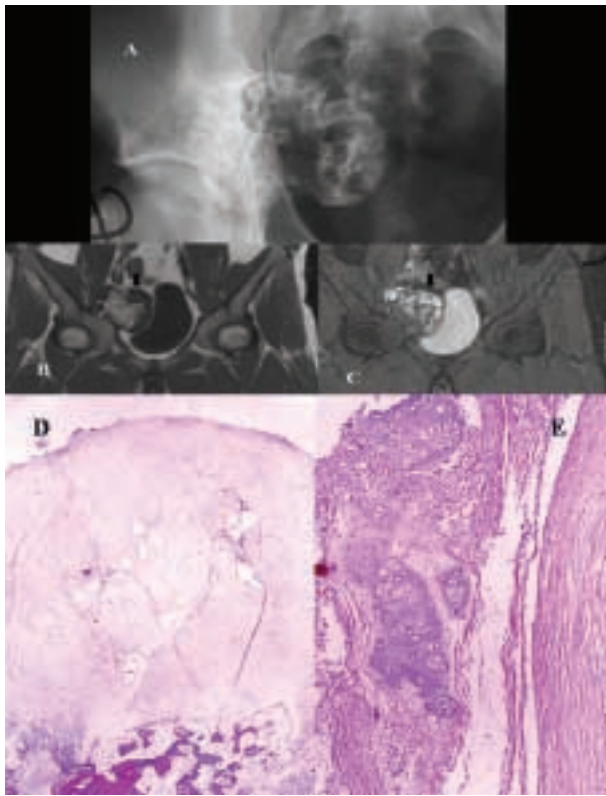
Condrosarcoma periférico secundario a osteocondroma. A) RX localizada en región sacroiliaca derecha; B) RM, corte coronal en secuencia potenciada en T1 y C, RM coronal en secuencia T2 con supresión de la grasa: Tumoración condral originada en el hueso iliaco derecho por un pedículo ancho, que crece hacia el interior de la pelvis y comprime la vejiga. La RM pone de manifiesto el grosor del capuchón cartilaginoso (flechas negras). D) Microfotografía panorámica que muestra el gran grosor del casquete condral de una neoformación osteocondromatosa indicativa de la transformación maligna de la lesión (x5, HE). E) Microfotografía en que se aprecia invasión por la neoplasia de tejidos blandos adyacentes (x50, HE).
